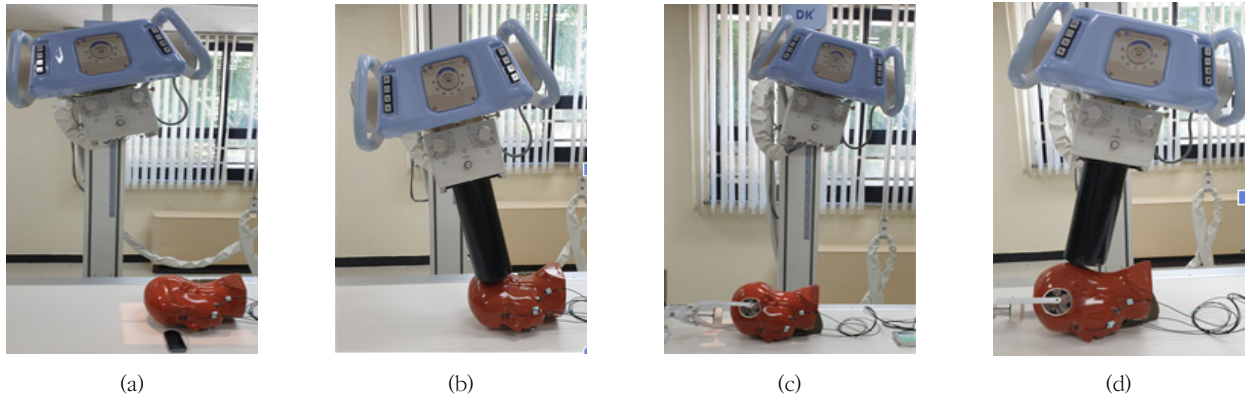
Radiography of Mastoid Process (a) Law method cone unused, (b) Law method cone used, (c) Stenver's method cone unused (d) Stenver's method cone used
